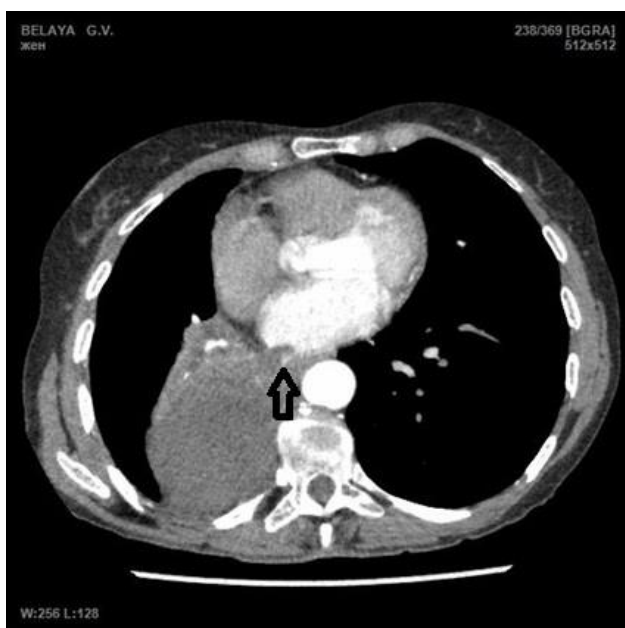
МСКТ пациентки Б. (стрелкой указан тромб внутри левого предсердия)
